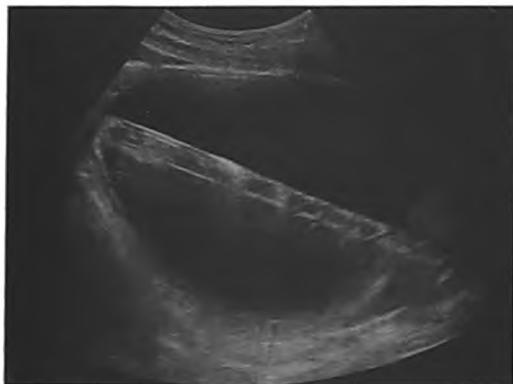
Случай № 1. Трансабдоминальное УЗИ мочевого пузыря. Инородное тело задней уретры и мочевого пузыря
